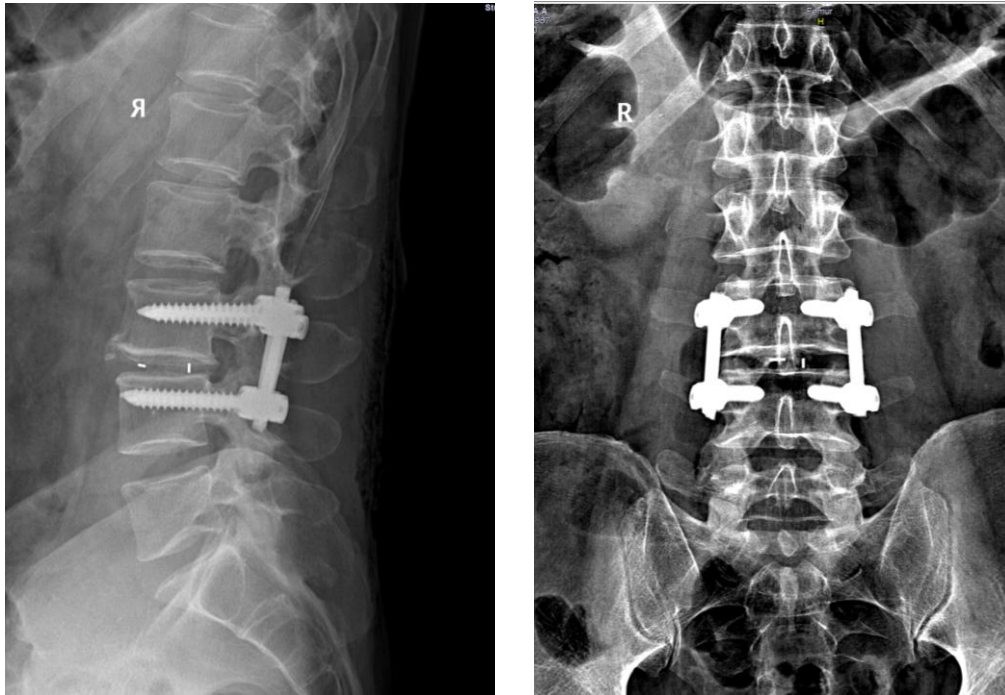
Рентгенограммы поясничного отдела позвоночника с установленной транспедикулярной системой на уровень L3-L4 сегмента.
